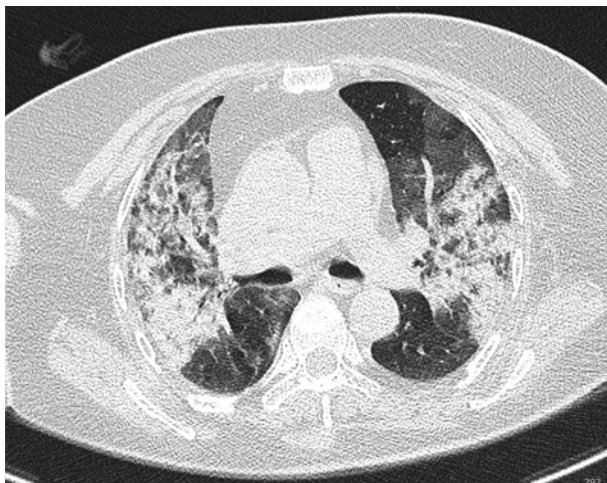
На КТ грудной клетки – нарастание объема поражения легочной ткани (КТ-4).
